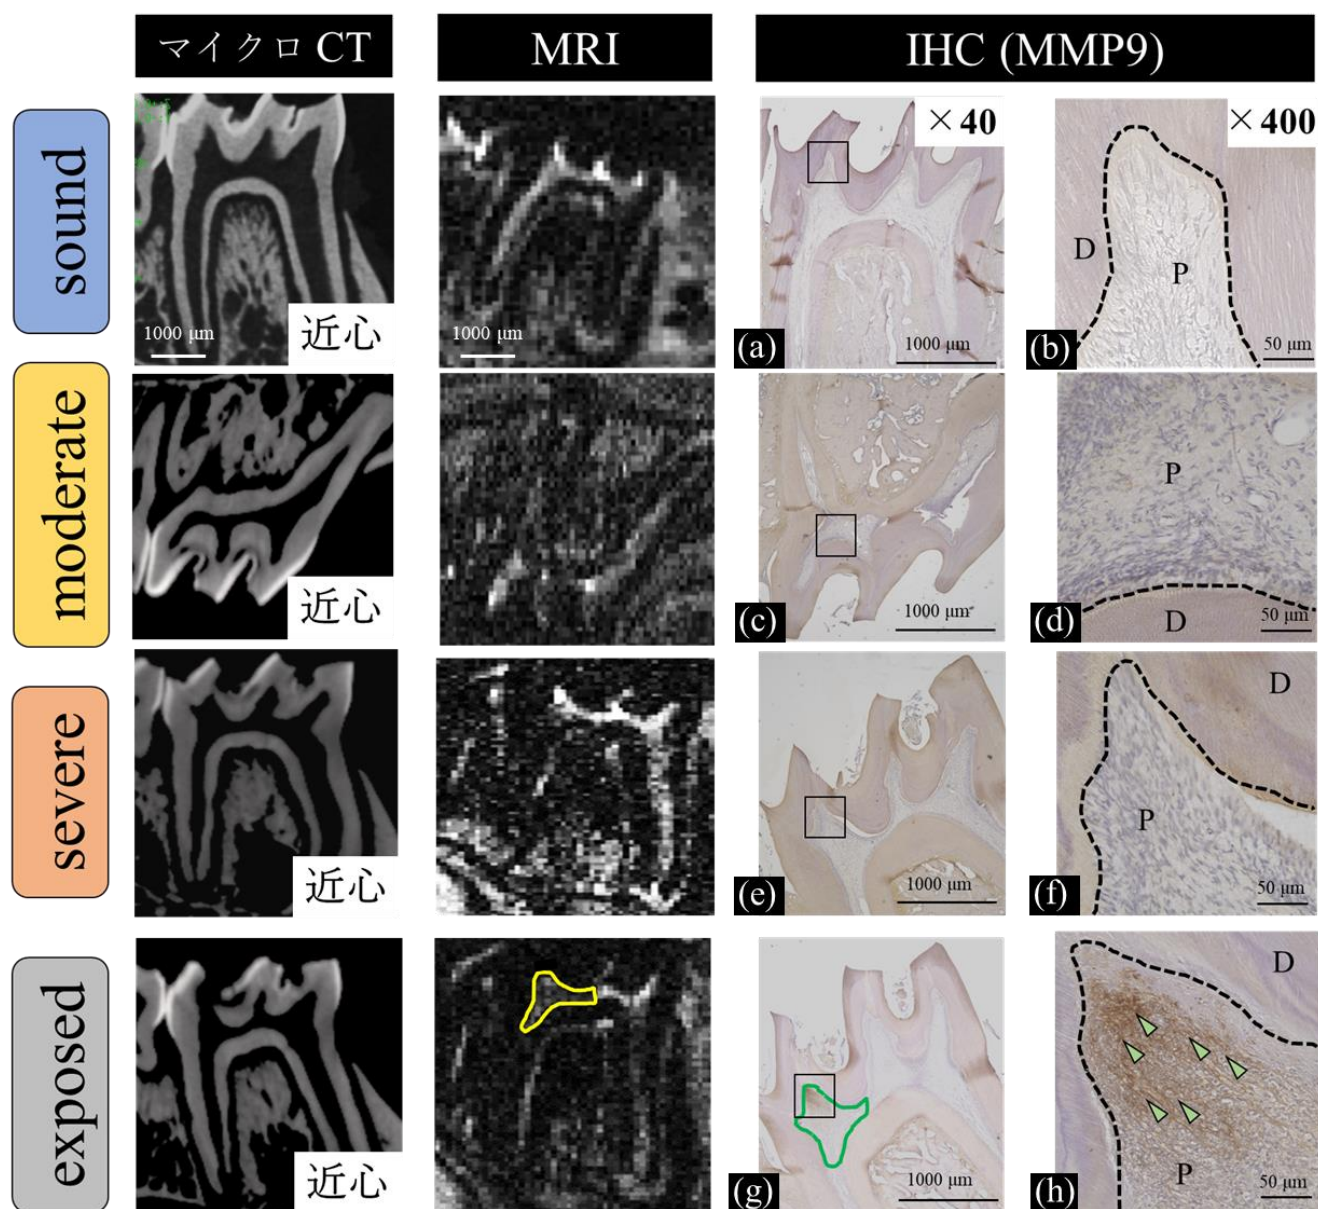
う蝕の進行段階におけるマイクロ CT 画像，T2 強調画像，および抗 MMP9 抗体を用いた免疫組織化学染色像
